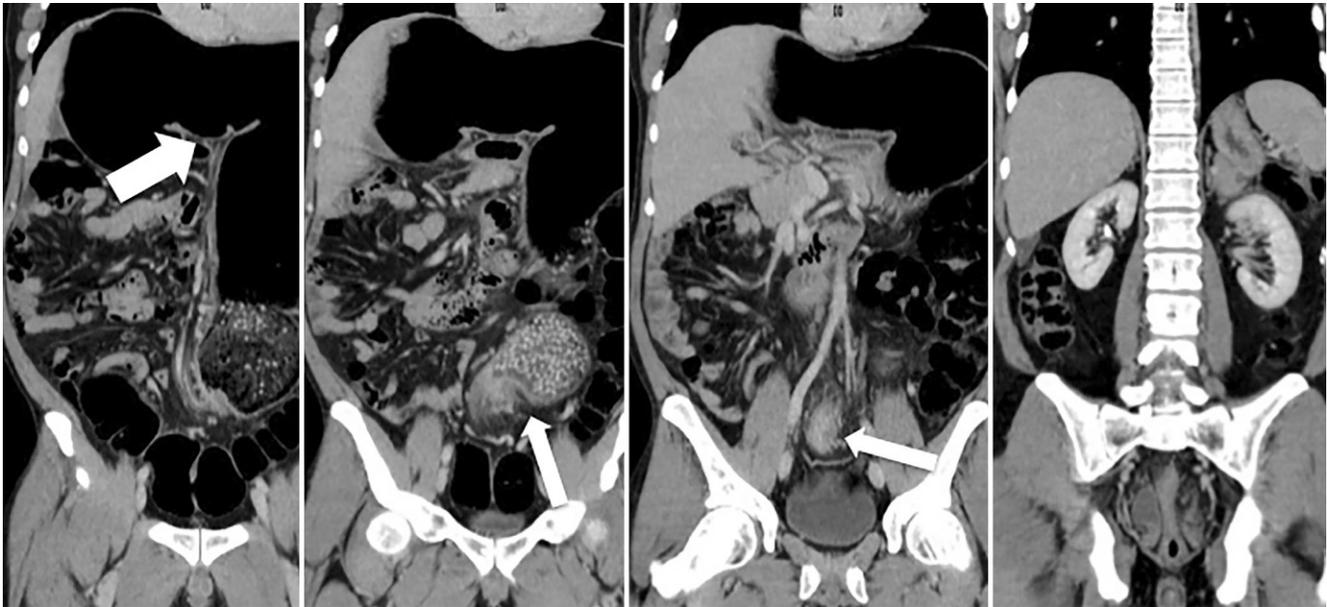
▲ Die koronaren CT-Schichten in venöser Phase zeigen die dilatierte Sigmaschlinge, welche in den linken Oberbauch hochgeschlagen war (*dicker Pfeil*) und das typische Twist- oder Whirl-Zeichen (*Pfeile*)
